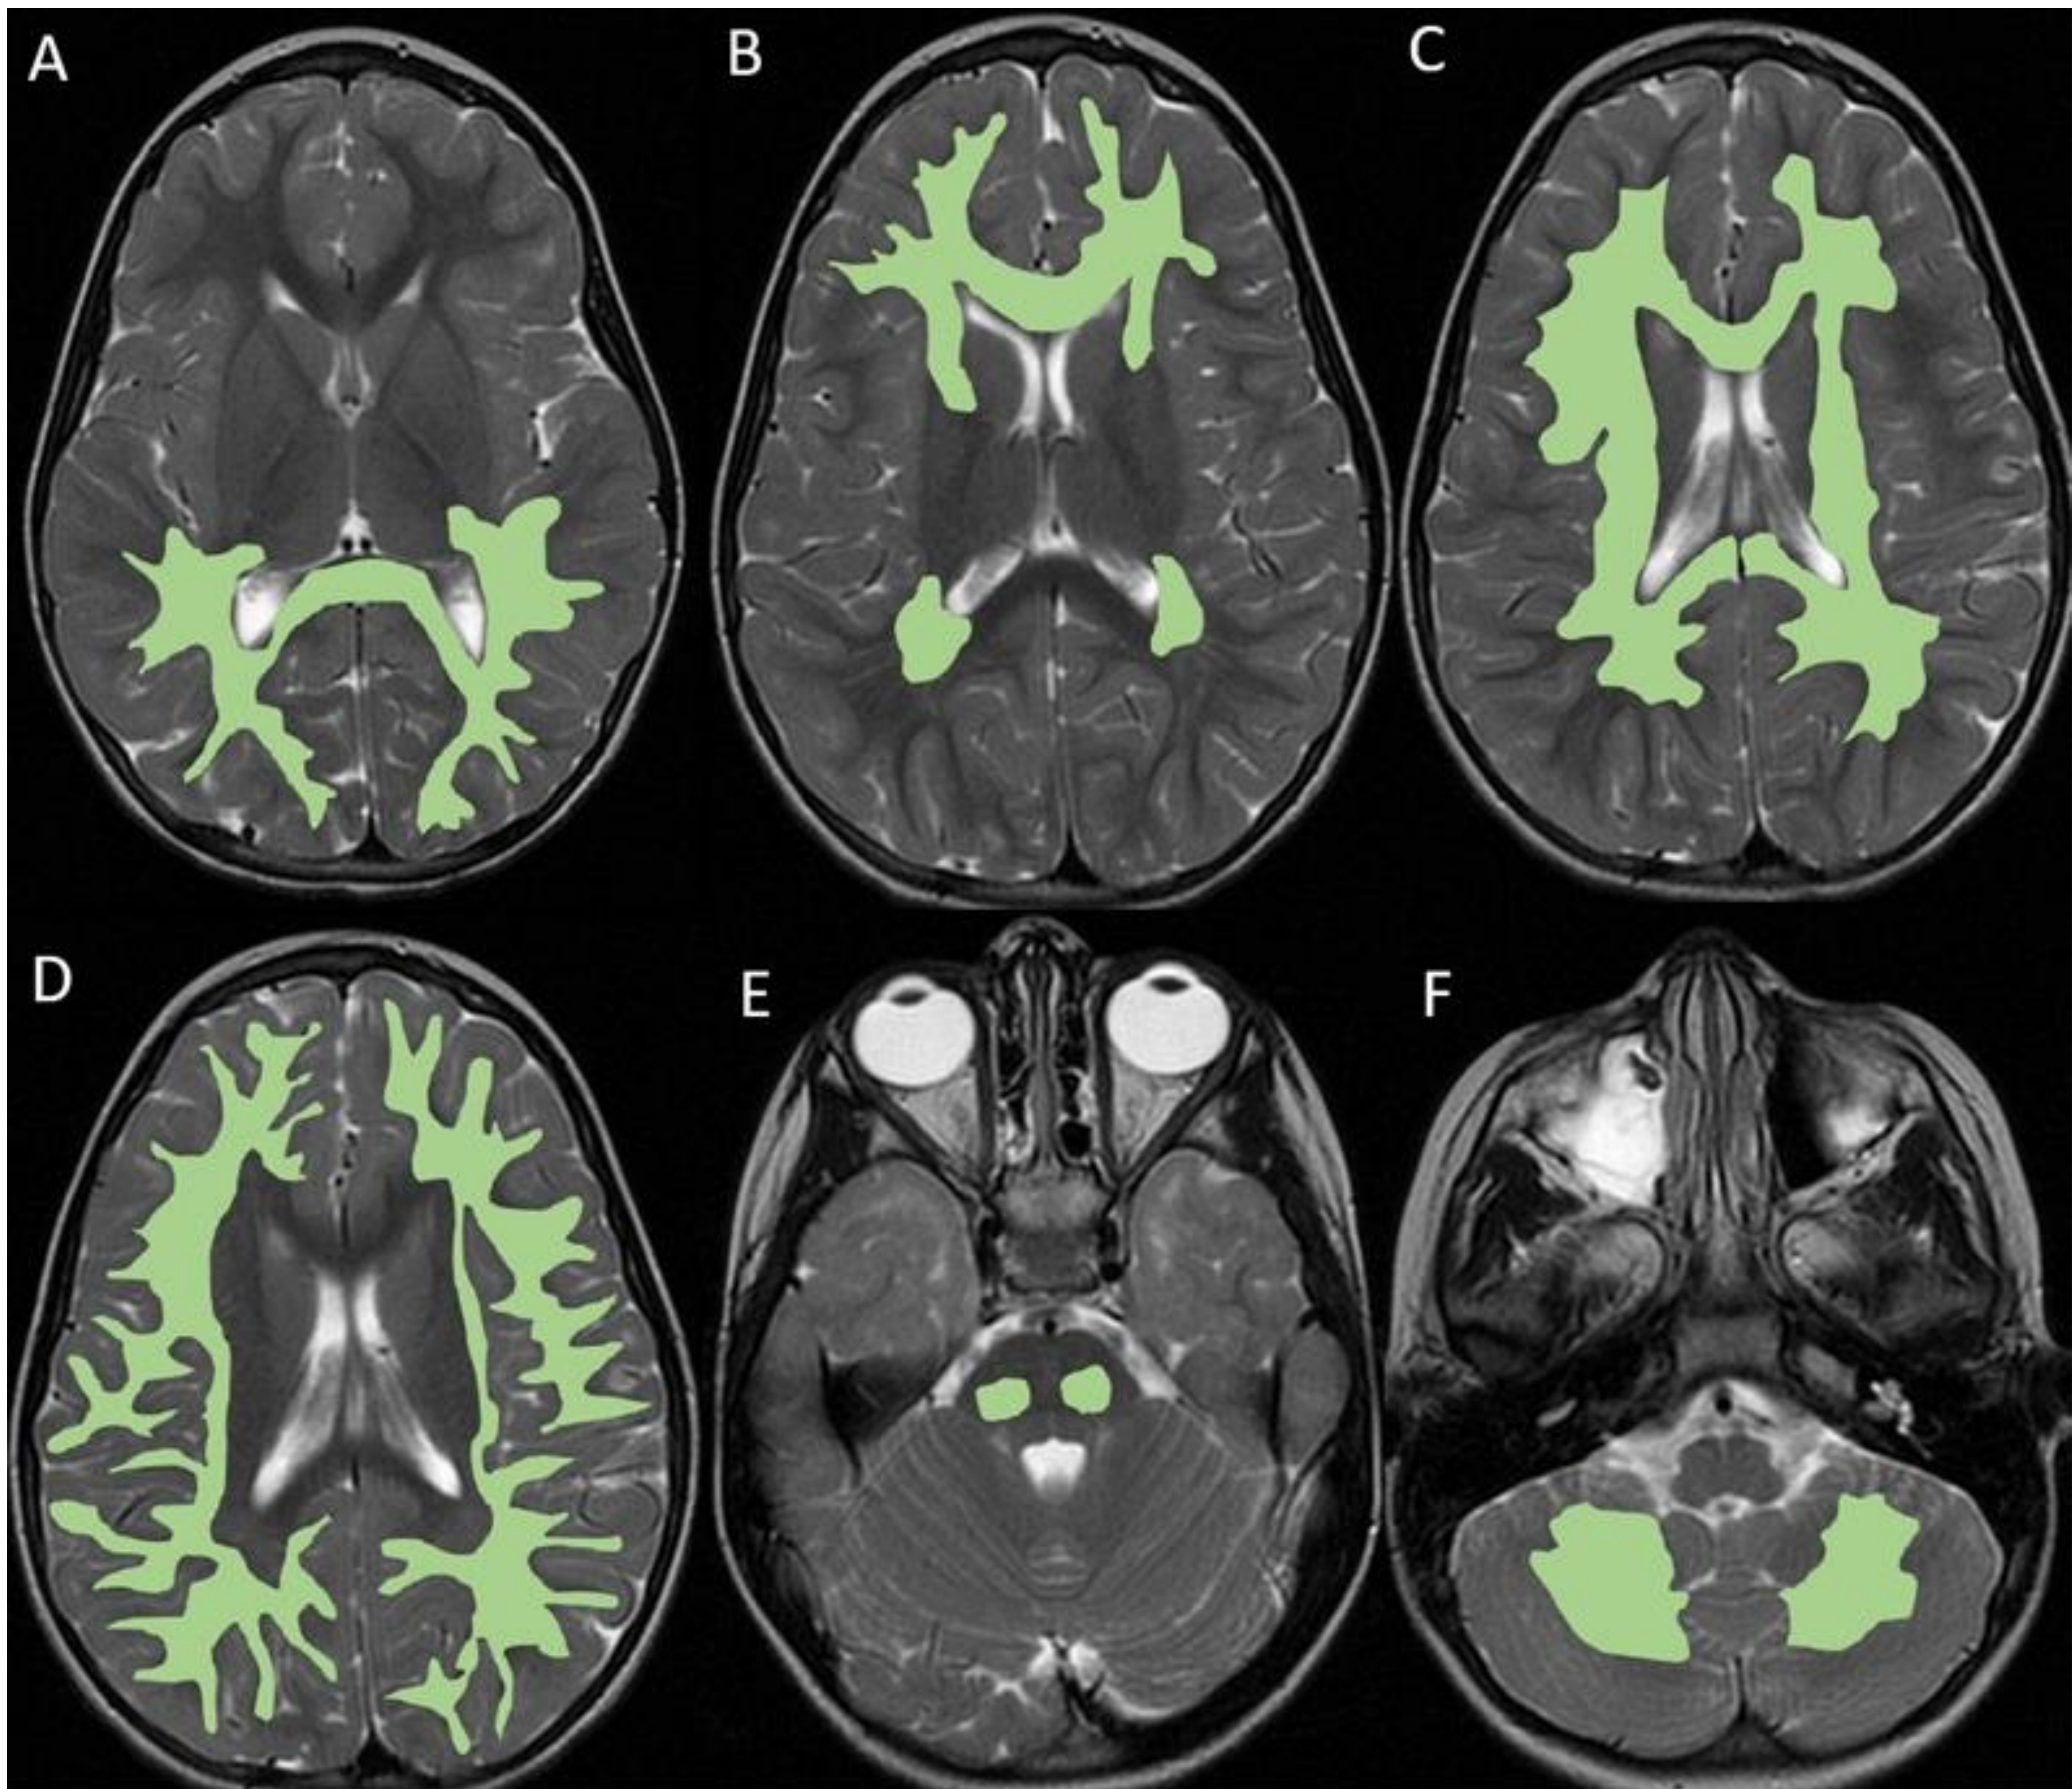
Patrones de afectación de las leucodistrofias mediante RM: parieto-occipital (A), frontal (B), periventricular (C), subcortical (D), tronco encefálico (E) y cerebeloso (F).
